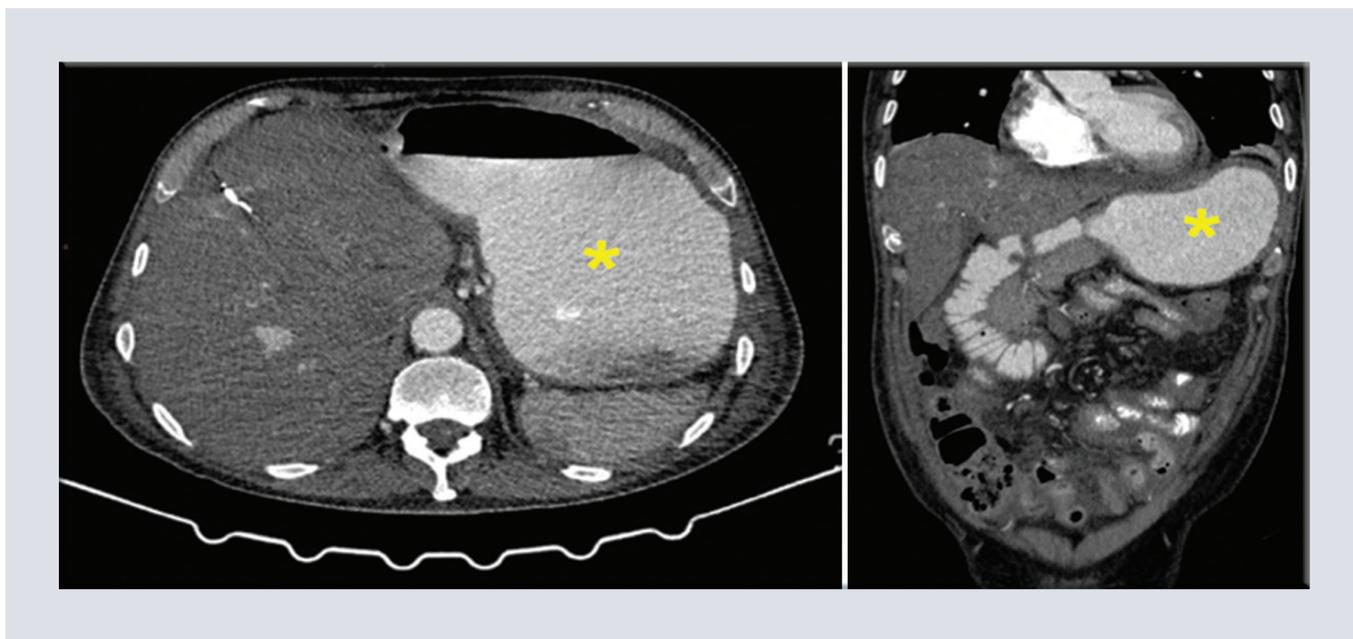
Hombre de 72 años en estudio por antecedente de cáncer de colon. Tomografía contrastada endovenosa en fase arterial con corte axial (izquierda) y reconstrucción coronal (derecha), se observa opacificación positiva de la cámara gástrica (*).
